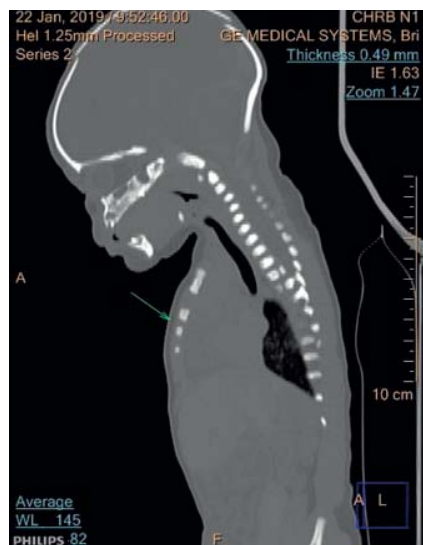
КТ, сагиттальная реконструкция, костное окно: ядра окостенения в груди.
